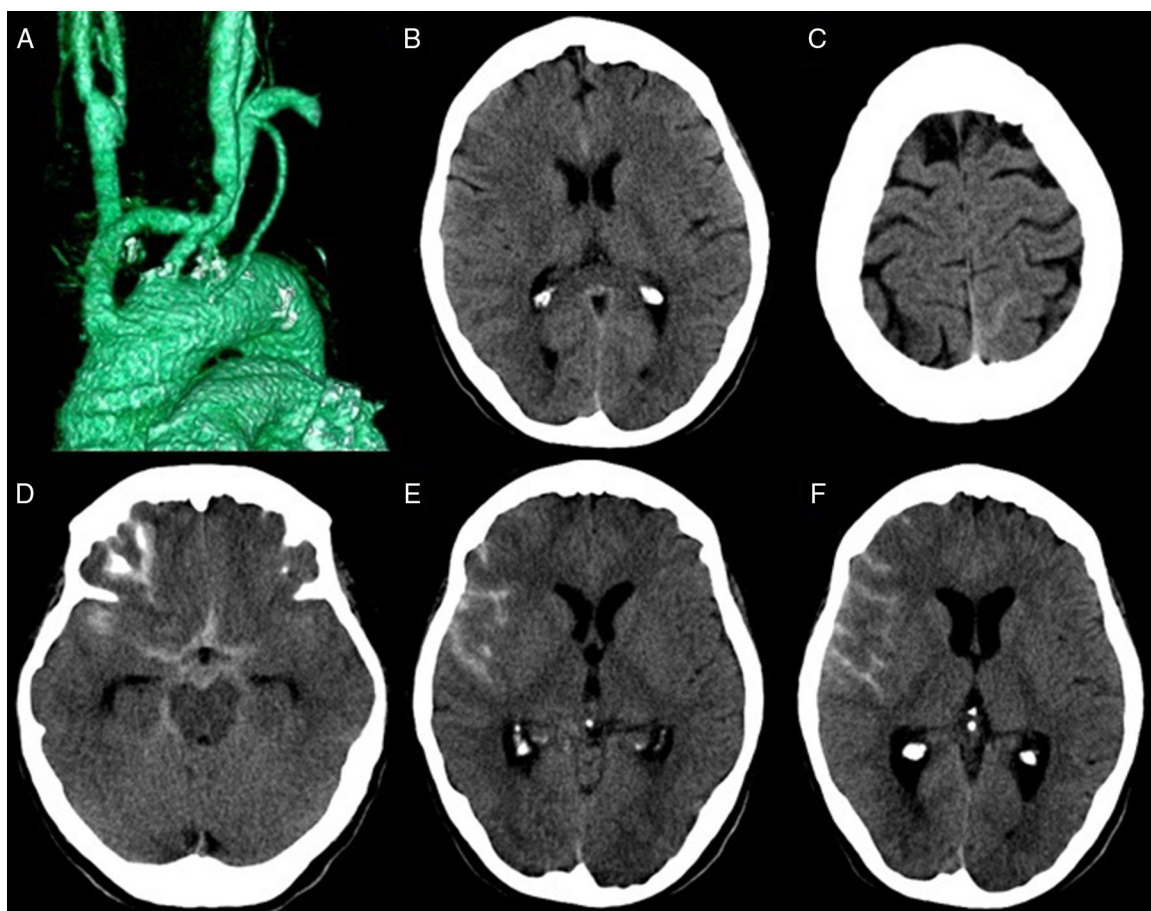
A) TC de arterias supraaórticas con reconstrucción volumétrica, que muestra *bypass* que nace en aorta ascendente con anastomosis distal en tronco braquiocefálico, y en arteria carótida común izquierda (*bypass* en Y). B y C) TC craneal que muestra pequeña cuantía de HSA en cisura interhemisférica anterior (B), y en surco parietal posterior izquierdo (C). D-F) TC craneal que muestra HSA en la cisterna pentagonal, la cisura interhemisférica anterior y la cisura de Silvio derecha (D), así como en surcos de la convexidad derecha (E y F).
